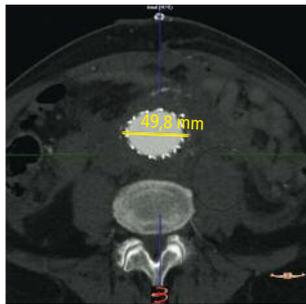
CT-Angiographie postoperativ; mäßiges Hämatom durch venöse Nachblutung.
